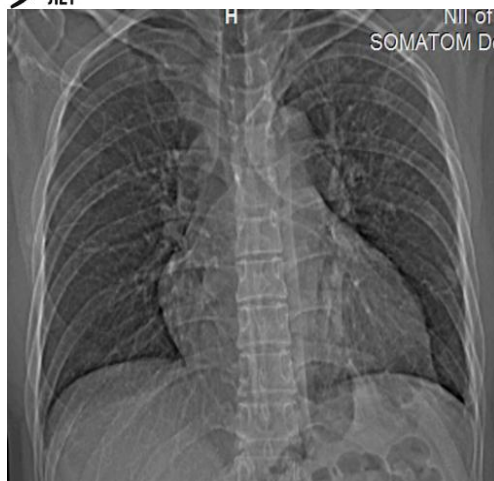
Рентгенограмма пациента А., 1970 г., с косвенными признаками тромбоэмболии легочной артерии 1970 г.
